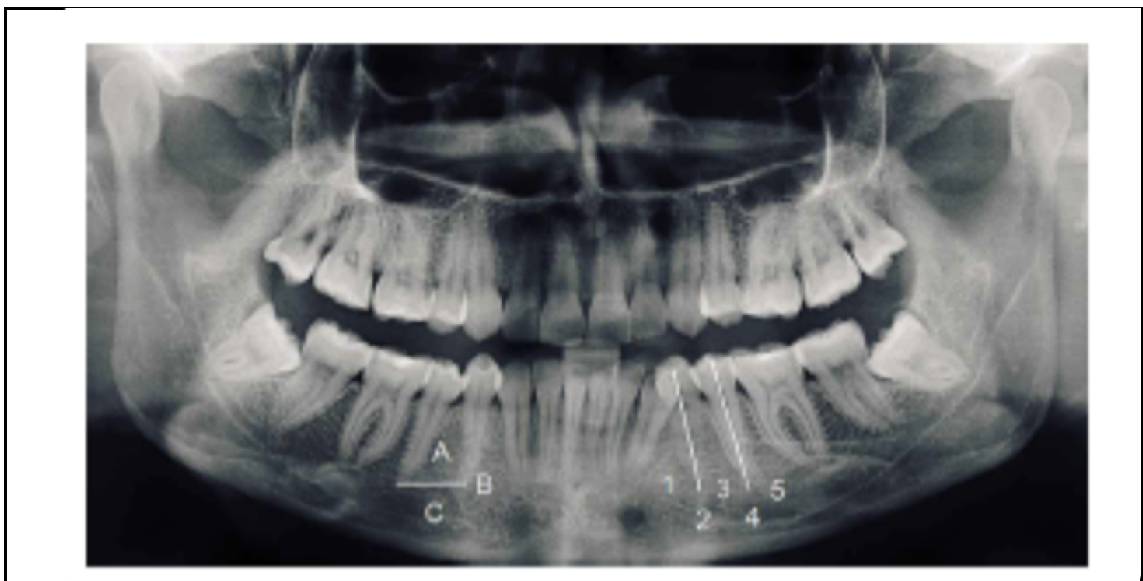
Radiografia panorâmica com posição superior - posição inferior do Forame Mental (A-C) e ântero - posição posterior (1-5) em relação aos dentes.
